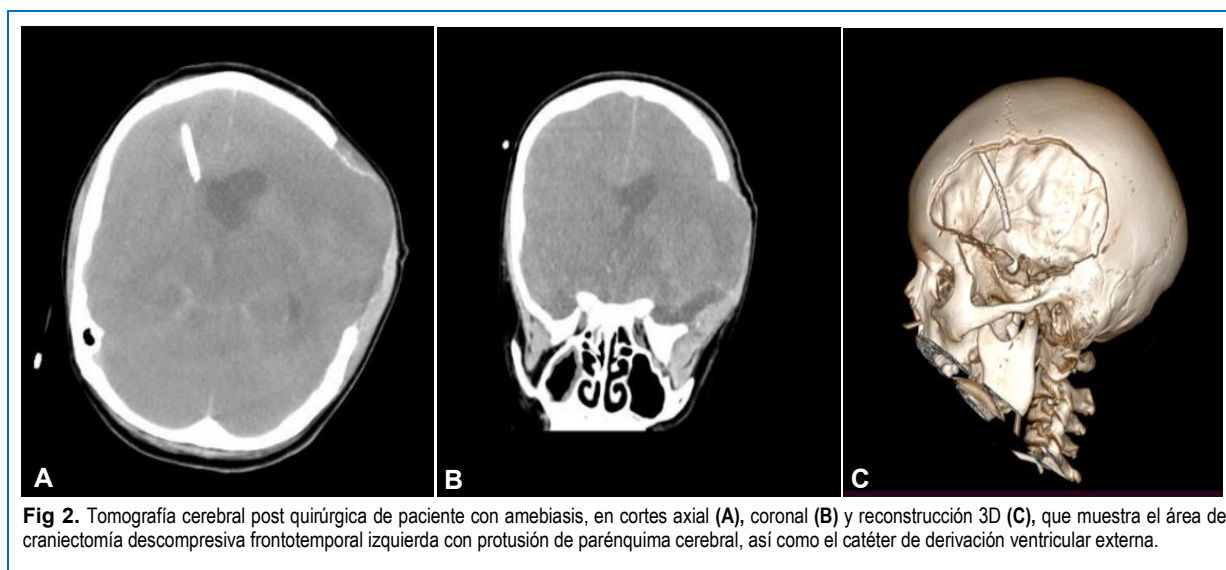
Tomografía cerebral post quirúrgica de paciente con amebiasis, en cortes axial (A), coronal (B) y reconstrucción 3D (C), que muestra el área de craneotomía descompresiva frontotemporal izquierda con protusión de parénquima cerebral, así como el catéter de derivación ventricular externa.
